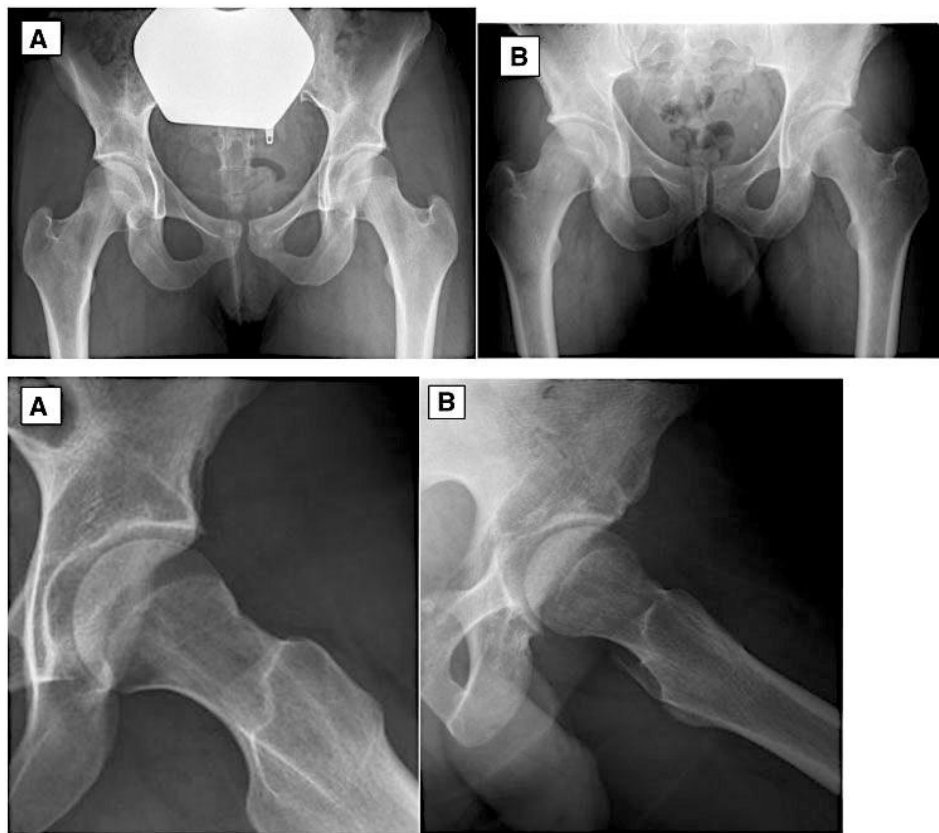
(А) Рентгенограмма в прямой и боковой проекции нормального ТС с нормальным ацетабулярным покрытием; (В) Рентгенограмма в прямой и боковой проекции нормального ТС с пониженным ацетабулярным покрытием. Цит. по [51].
